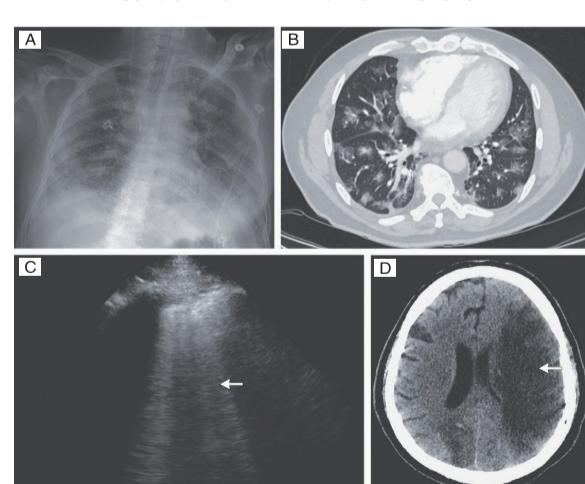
重症COVID-19的X线、CT和超声检查结果
